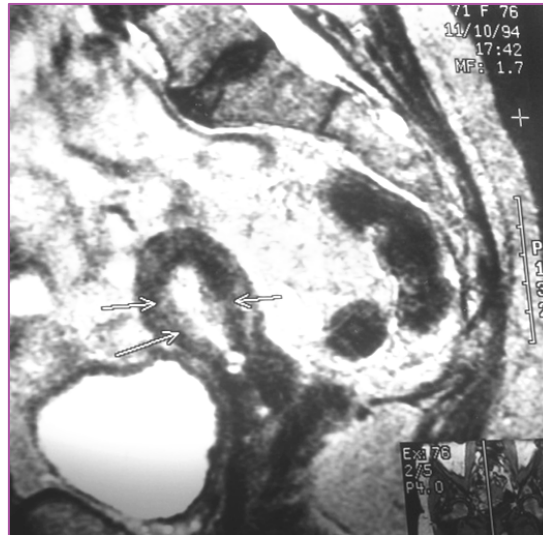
RMN EN T2, CORTE SAGITAL. ENDOMETRIO HIPERINTENSO INVADIENDO LA PARED MIOMETRIAL CON PÉRDIDA DE LA DEFINICIÓN DE LA HIPOINTENSIDAD CORRESPONDIENTE A LA ZONA DE UNIÓN MIOMETRIAL INTERNA
